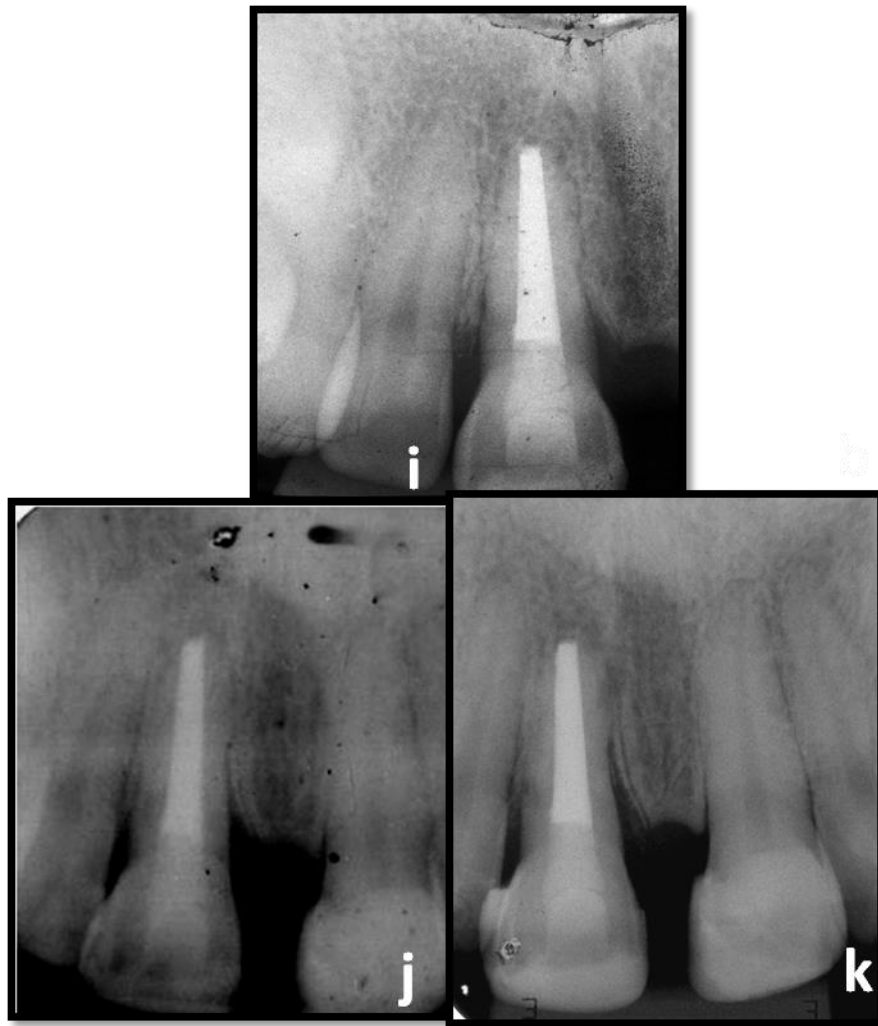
Radiografias periapicais do incisivo central superior direito.
